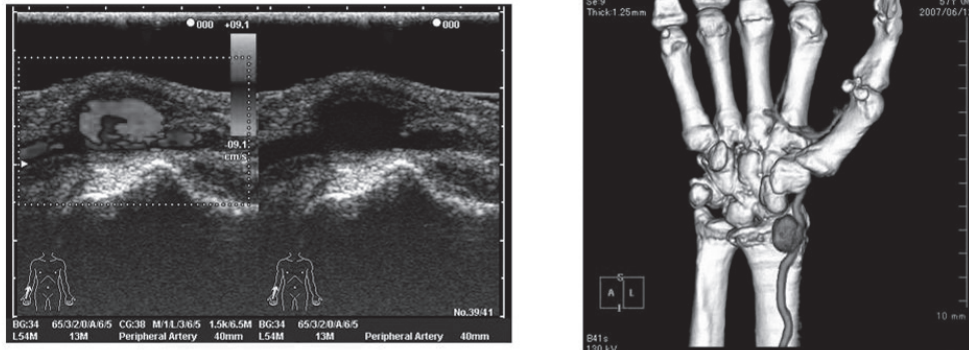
Echogram and computed tomography scan. Echograms (left) and computed tomography scan (right) show a right radial artery aneurysm (maximum transverse diameter was 16 mm).
